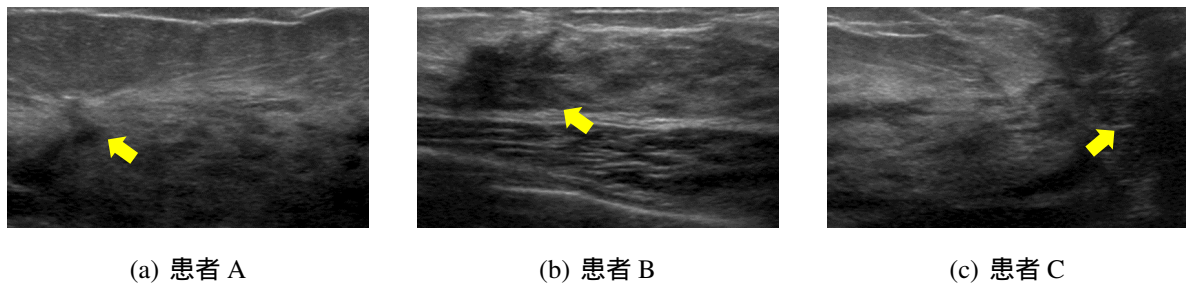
非腫瘍性病変が映る乳房超音波画像の例
